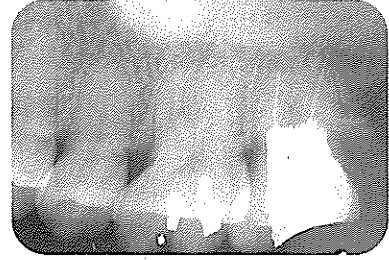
2년후 Check up시 X-ray 사진
